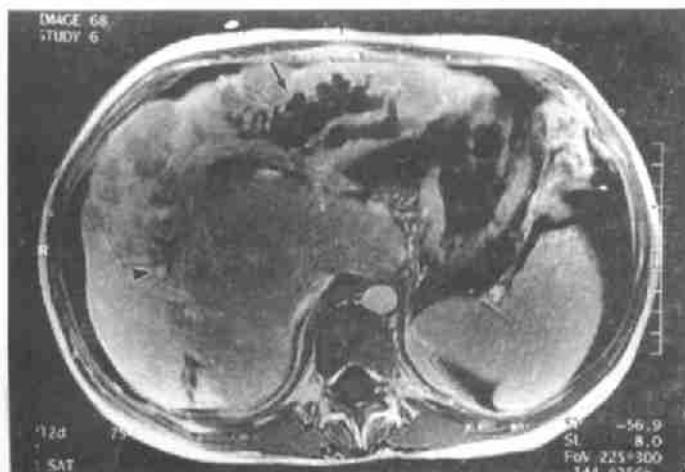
造影增强MRI显示肝边缘部强化明显, 肝叶中央信号低, 肝左叶胆管扩张(→), 周围肝血管分支扩张, 胆管包绕(▼)。
